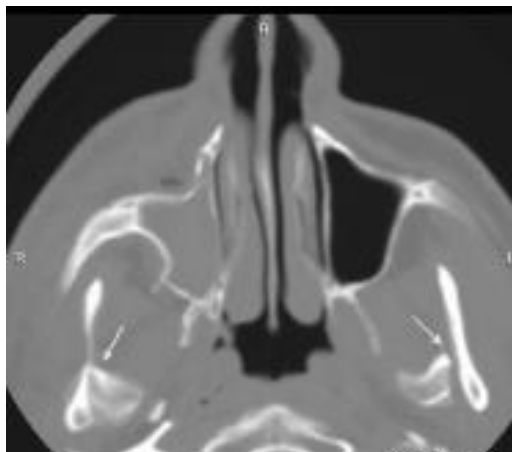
TC 2D, corte axial mostrando fratura condilar bilateral, demonstrando um leve deslocamento anterior do osso no lado esquerdo (setas).
